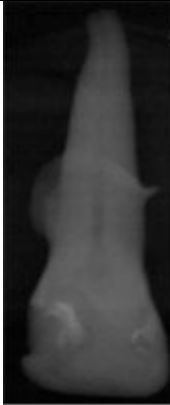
Digitale Röntgenaufnahme von Zahn 7 vor und nach Zuschnitt der Originalaufnahme
